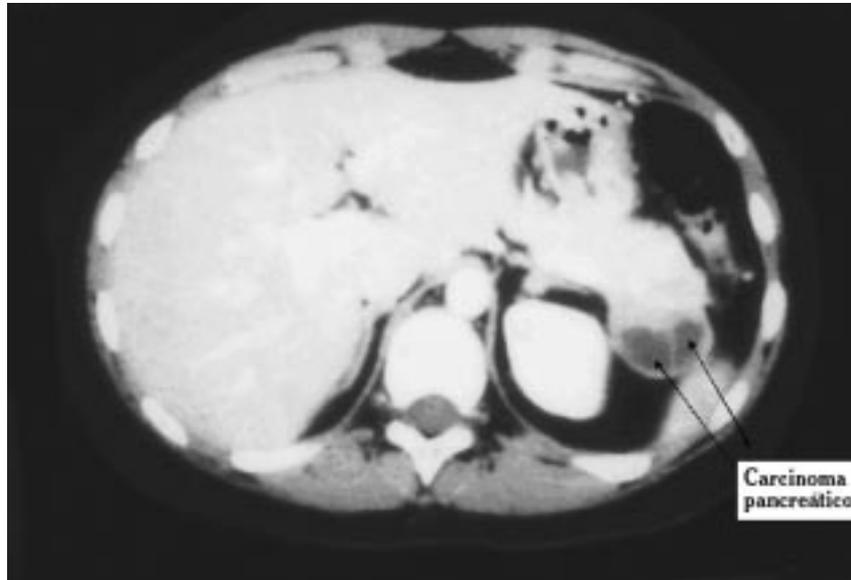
TAC abdominal mostrando un tumor de células de islotes pancreáticos secretor de ACTH y productor de síndrome de Cushing ectópico.
